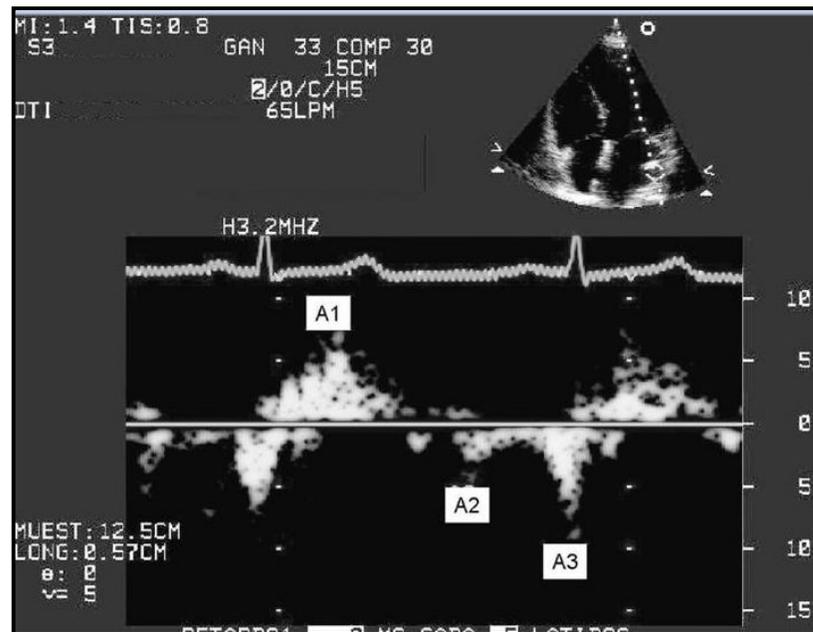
Doppler pulsado tisular. Componente A1 corresponde con el período de relajación de la aurícula. Onda A2 llenado diastólico precoz (fase pasiva del llenado ventricular). A3 la contracción auricular
